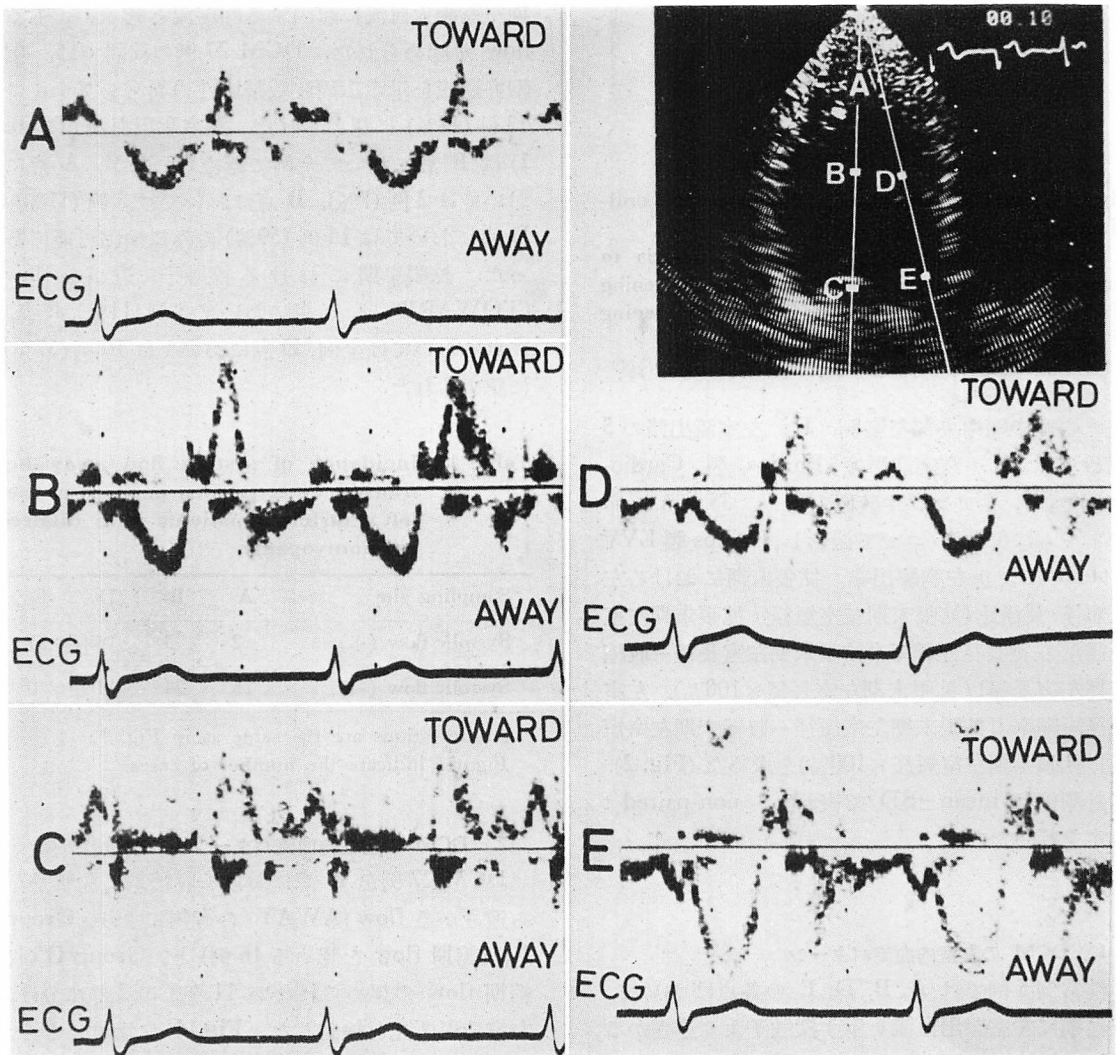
Pulsed Doppler echocardiograms of a healthy subject (a 25-year-old male).
